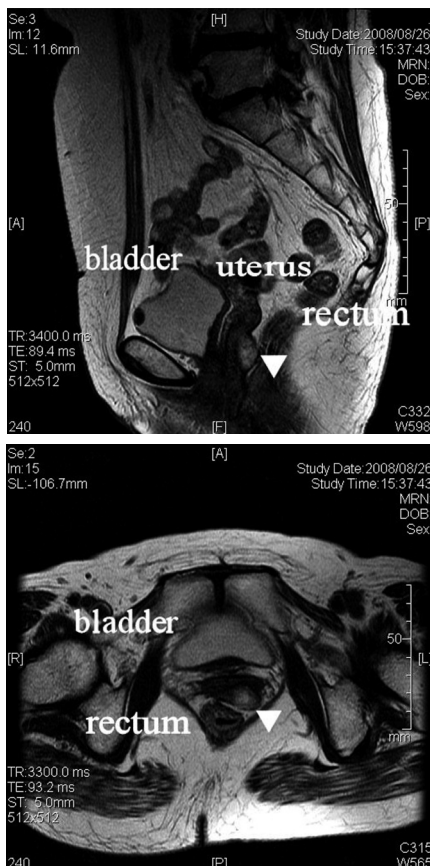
T2-weighted MRI shows a 2×3 cm of high-intensity mass (arrowhead) located between the vaginal wall and rectum.
